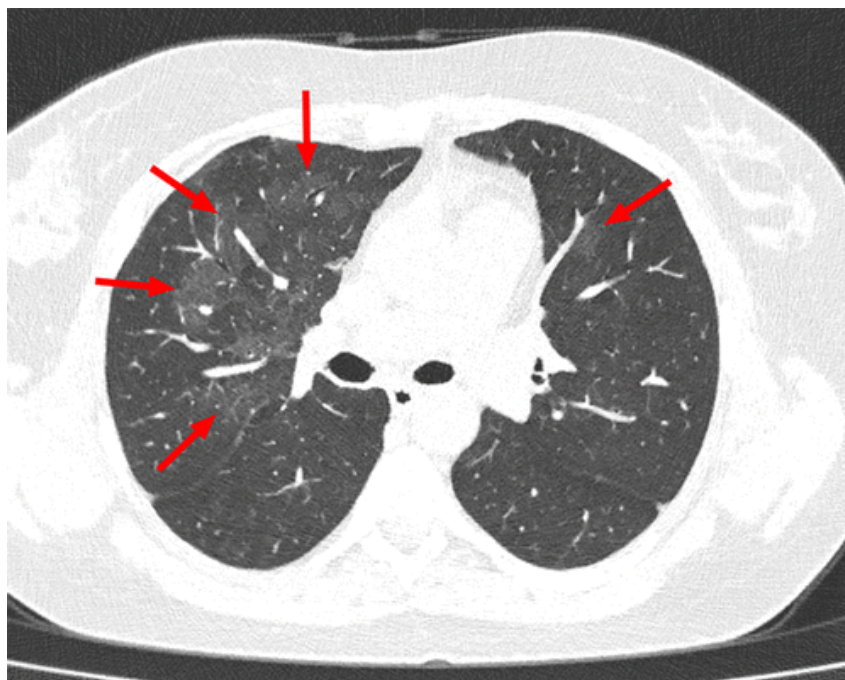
Exemple de scanners CT thoracique.
